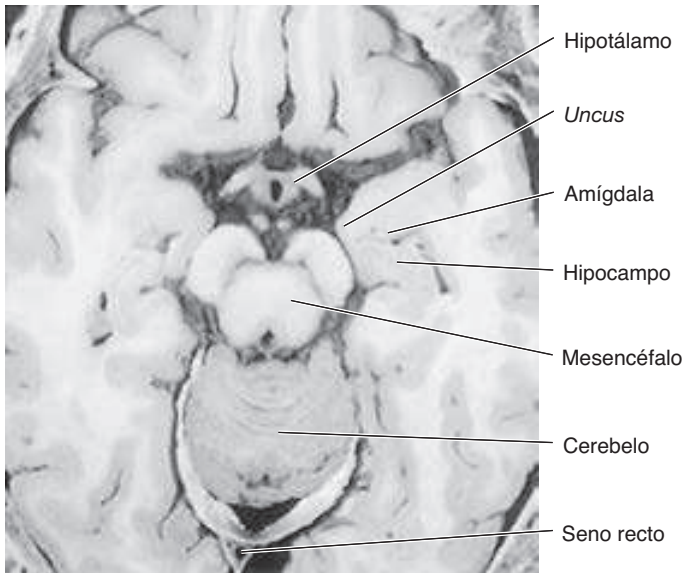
Corte horizontal a través de la cabeza al nivel de mesencéfalo y amígdala. (Reproducida, con autorización, de deGroot J: *Correlative Neuroanatomy of Computed Tomography and Magnetic Resonance Imaging*. 21st ed. Appleton & Lange, 1991.)
